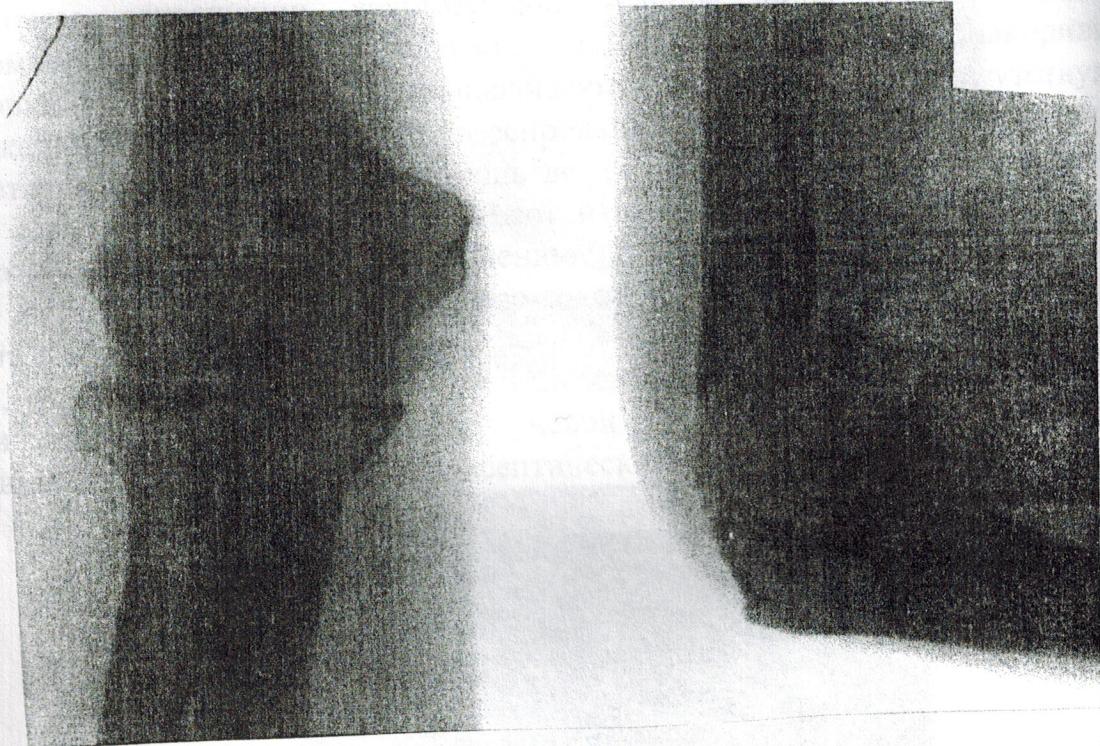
Фоторентгенограммы б-ного Н., 37 лет, в 2<sup>х</sup> проекциях один из фрагментов располагается в переднем отделе сустава.
